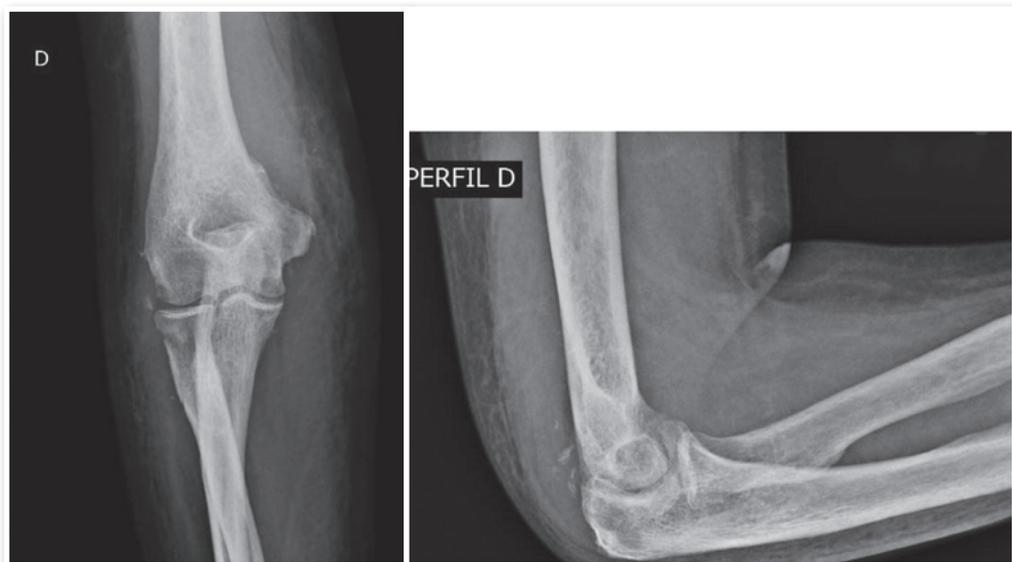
Radiografia pós-operatória AP e perfil cotovelo direito.
